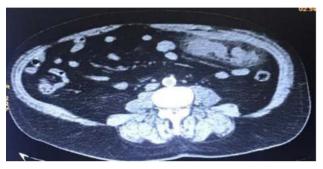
Espessamento e heterogenicidade do omento maior localizado no FE (flanco esquerdo), tomografia computadorizada (TC).
